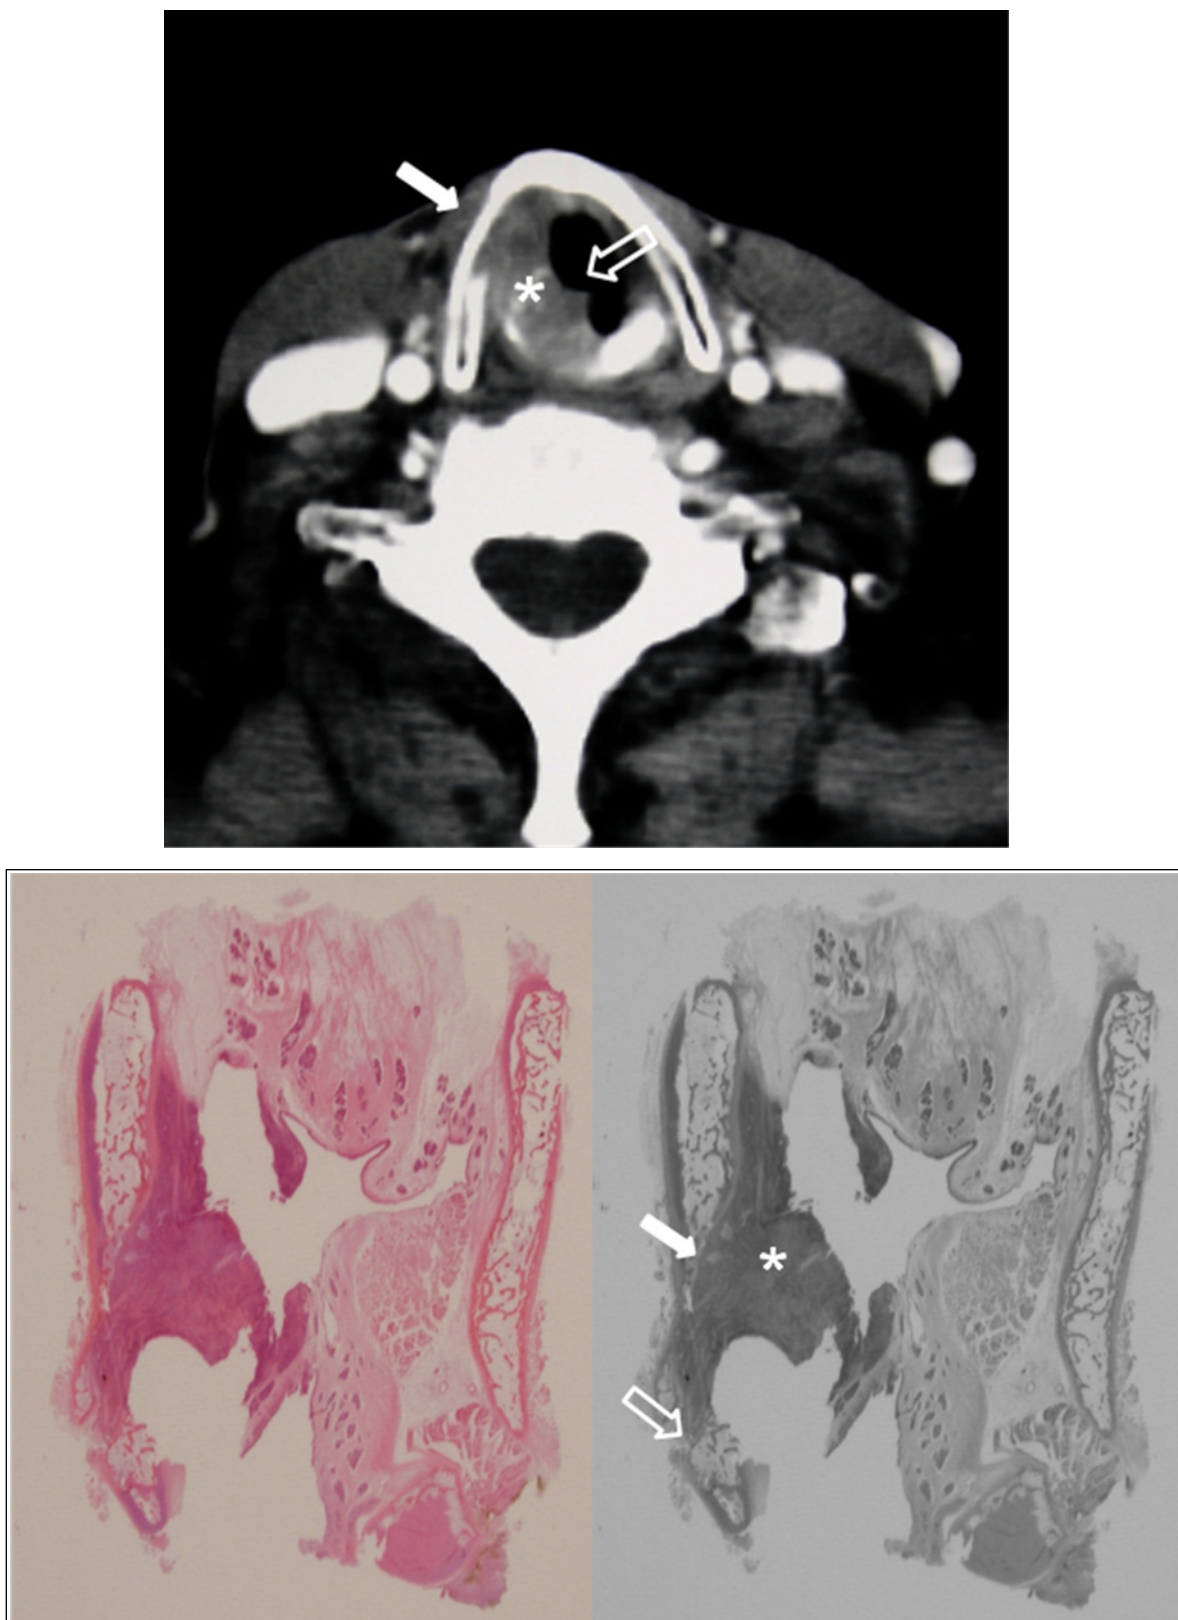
TC y sección seriada (corte coronal) de tumoración de hemilaringe derecha (*) con infiltración masiva de cartilago cricoides derecho (flecha), tercio anterior de tiroides con erosión de la cortical interna (flecha rellena).
